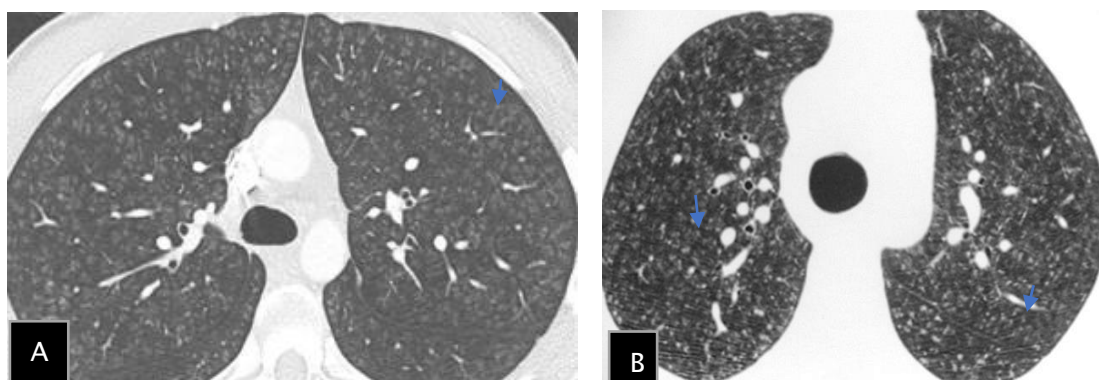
TDM thoracique en coupe axiale montre des micronodules centro-lobulaires diffus à limites floues bilatérales.
